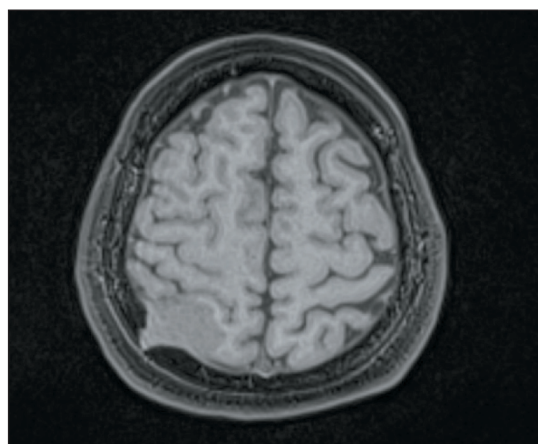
МРТ головного мозга в режиме T1, коронарная плоскость. Складывается впечатление об инвазии кости
